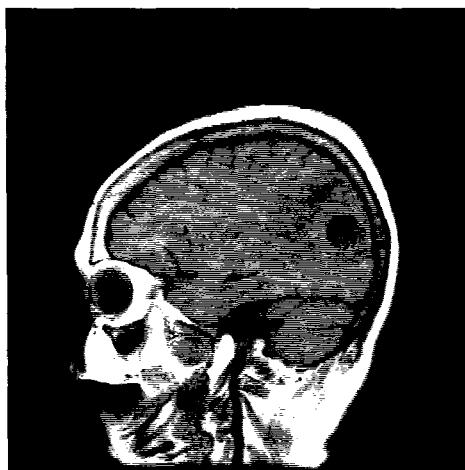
1a, 7. 1b, 7. 1c. Aspect IRM de abces cerebral occipital.
